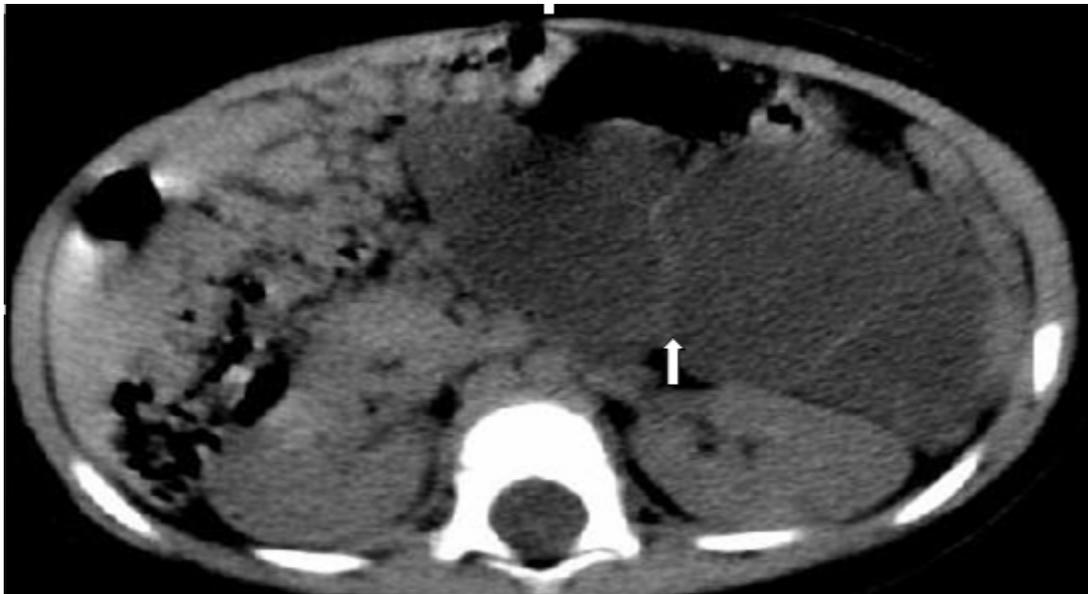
Tomografía preoperatoria donde aparece imagen hipodensa posterior al estómago y al páncreas, multitabuada, que se extiende a hemiabdomen izquierdo.
